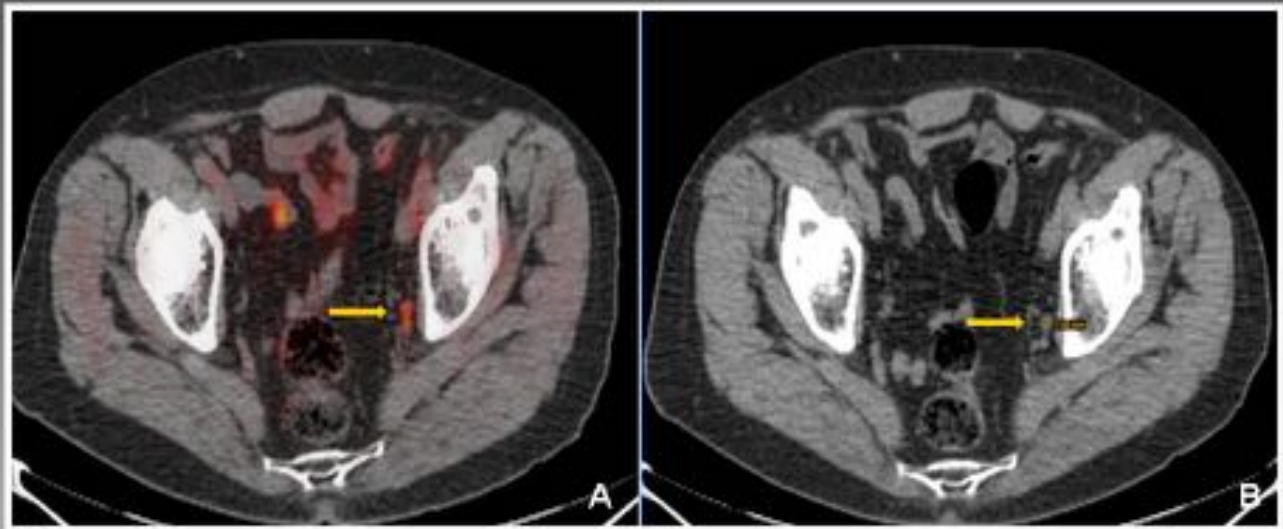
Recidiva ganglionar. Paciente de 67 años con prostatectomía robótica por neoplasia prostática de riesgo intermedio (pT2a pNx, márgenes quirúrgicos libres). Primer PSA tras cirugía de 1.88 ng/mL. Con PSA de 1.93 ng/mL se realiza PET-TC colina que muestra un único ganglio linfático patológico a nivel iliaco interno izquierdo. En la RM este ganglio pasó desapercibido por su escaso tamaño. Se decide realizar tratamiento con linfadenectomía bilateral.
